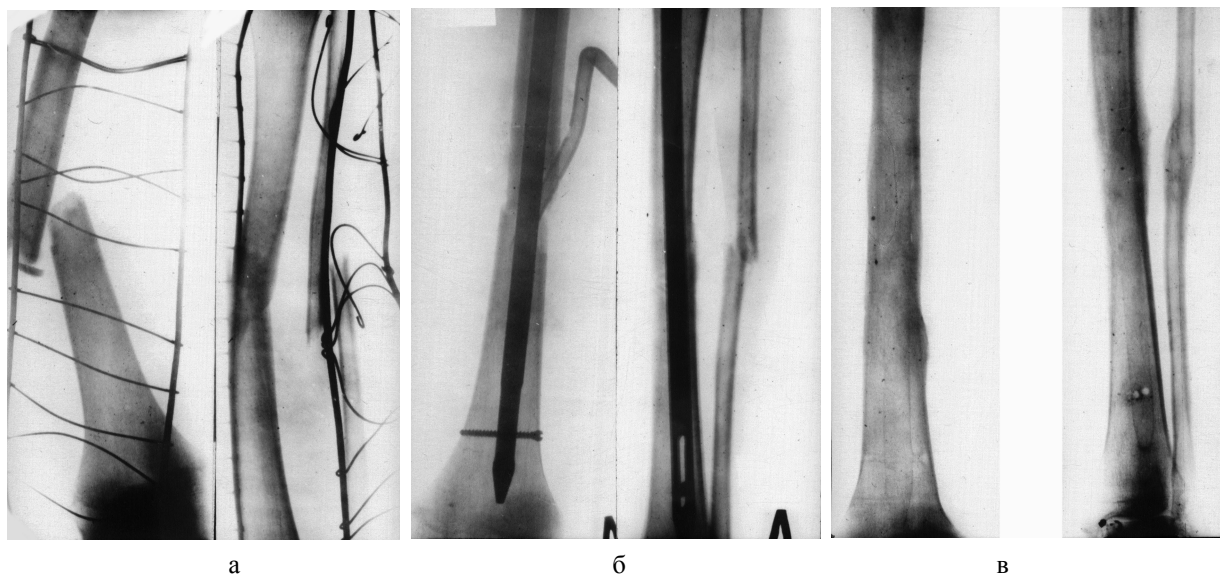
Рентгенограммы левого бедра и голени больного Т.: а - при поступлении; б - на 2-й день после компрессионного динамического варианта открытого БИМПО КМПФ-3 бедренной и закрытого варианта большеберцовой кости; в - через год после операции, фиксаторы удалены
